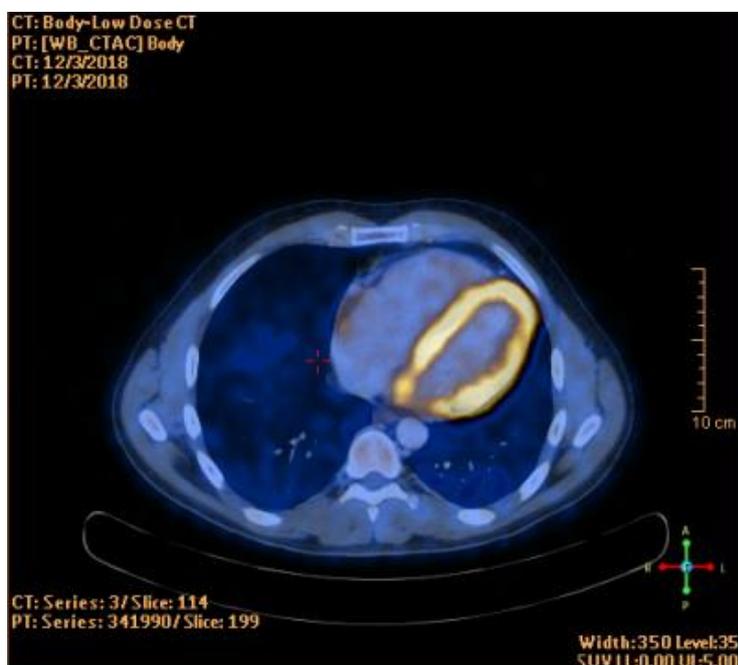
Позитронно-эмиссионная компьютерная томография с контрастированием 03.12.2018.
